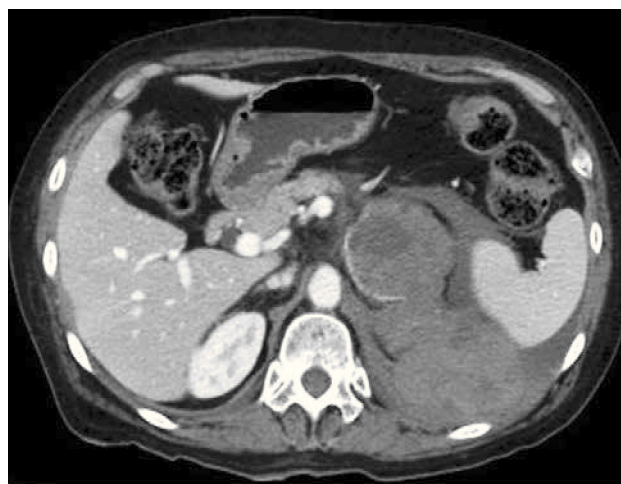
Metástasis suprarrenal izquierda hemorrágica. Corte axial de TC. Se identifica una masa suprarrenal izquierda que presenta hemorragia hacia posterior en paciente con antecedente de cáncer pulmonar.
